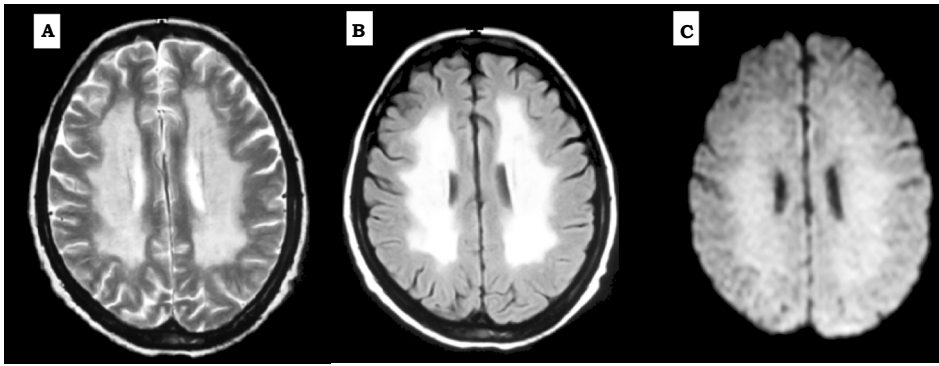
Imagen por resonancia magnética nuclear del encéfalo de la paciente. Imagen potenciada en T2 (A), FLAIR (B) y difusión (C) en un corte axial al nivel superior de los ventrículos laterales, donde se observan zonas de hiperdensidad paraventriculares compatibles con calcificaciones intracerebrales.
